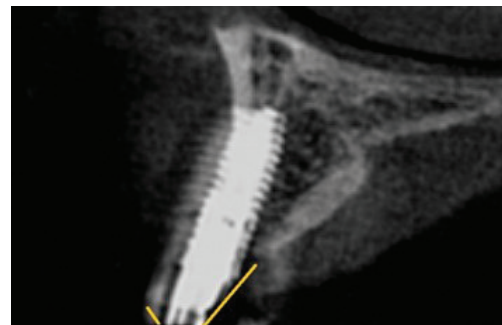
sagittal CBCT section of the upper jaw showing points for measuring the vertical dimension
